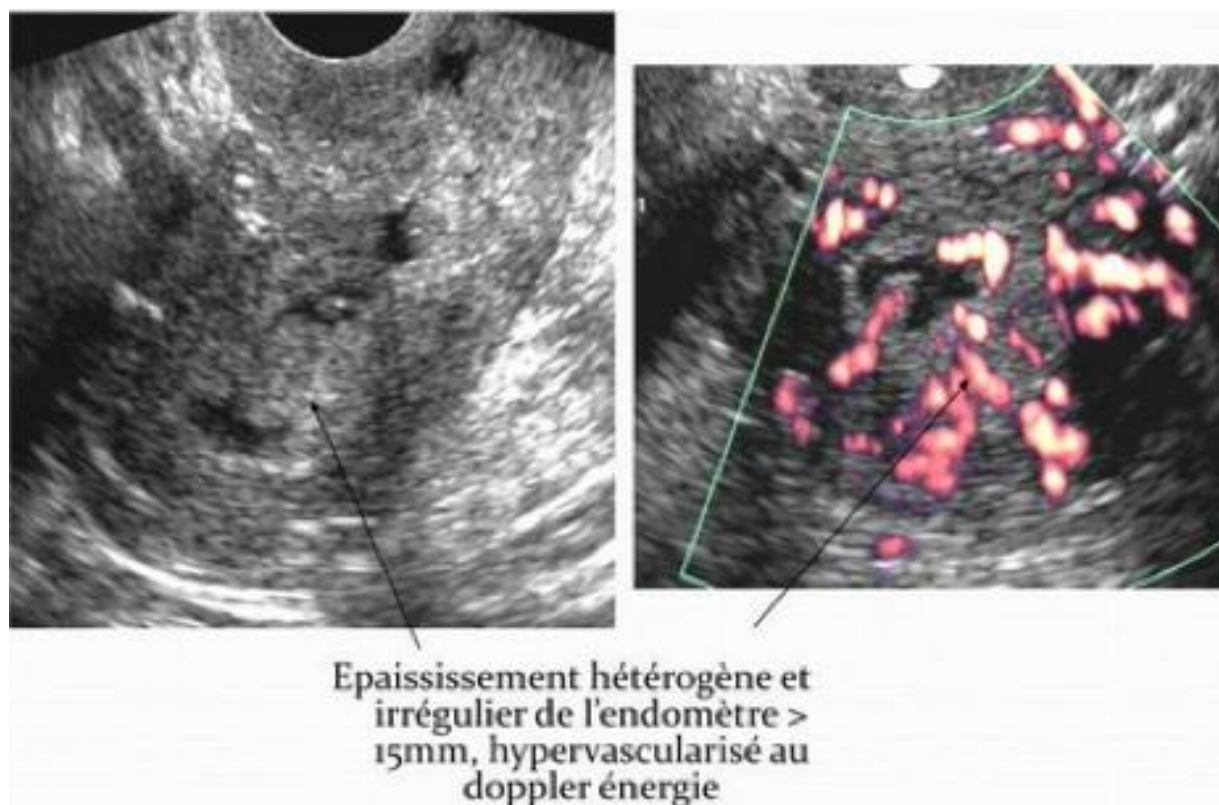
Echographie pelvienne montrant un épaississement irrégulier de l'endomètre, hypervascularisé au doppler [128].
